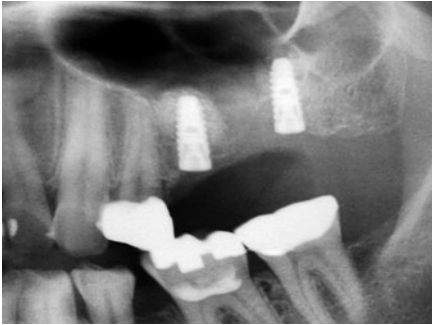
インプラント埋入後のX線像。|6、|7部ともに骨補填材の漏れは認められなかった。
